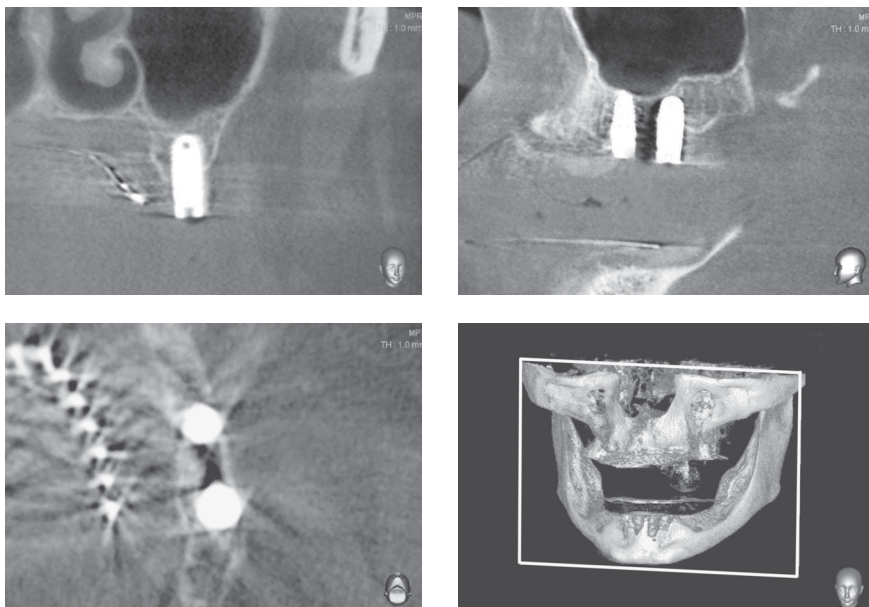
Артефакти від дентальних імплантатів на конусно-променевої комп'ютерній томограмі
